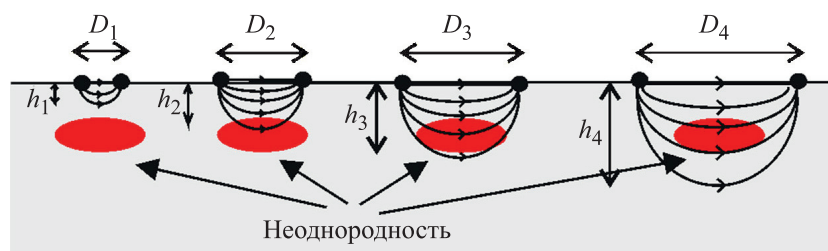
Иллюстрация глубинного зондирования неоднородных сред методом резонансной ближнепольной СВЧ-томографии.
